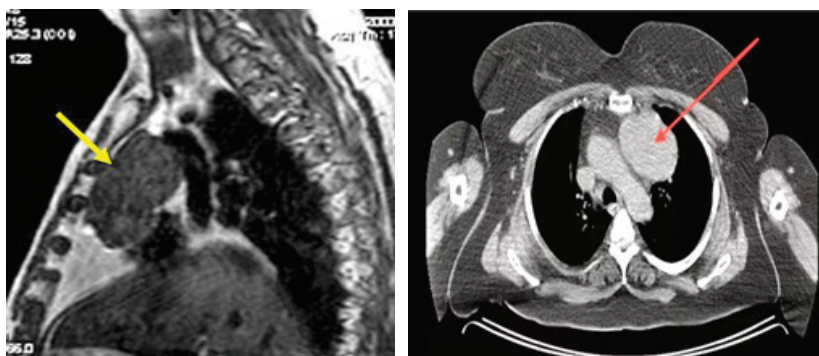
Картина МРТ и КТ грудной клетки в двух проекциях
